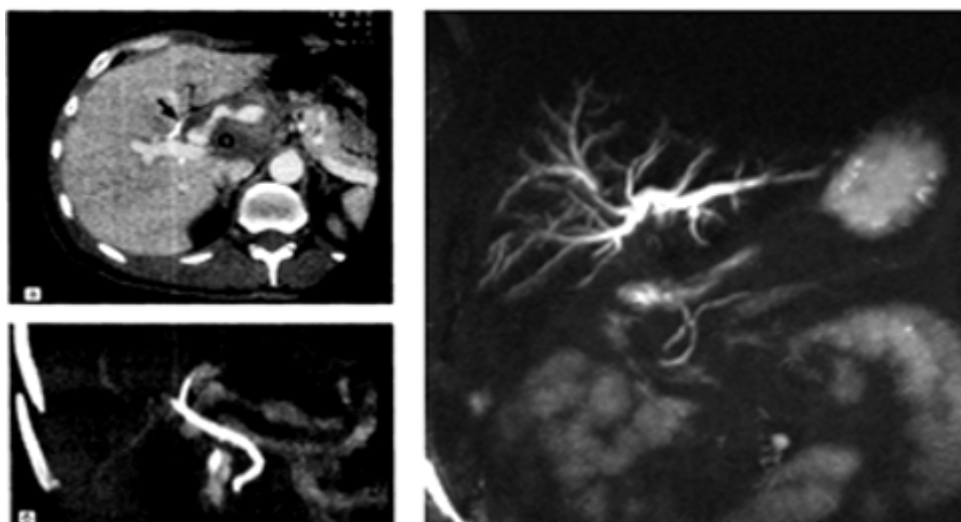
МРТ. Полное повреждение гепатикохоледоха в области ворот печени.
